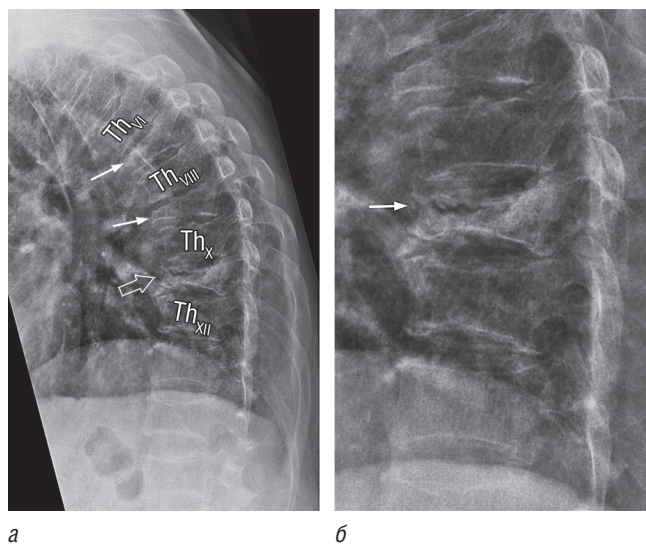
Боковая рентгенограмма грудного отдела позвоночника. Выраженная генерализованная остеопения. Тяжелые передние клиновидные деформации тел позвонков Th_{VII}, Th_{IX} и Th_{XI}. Легкой степени переломы остеопоротического типа тел позвонков Th_{VI}, Th_{VIII}, Th_X и Th_{XII}. «Каскад переломов позвонков» привел к усилению кифоза (а); увеличенное изображение тела позвонка Th_{XI} демонстрирует линейную линию перелома (стрелка) (б). Такие линии перелома характерны для нарушений консолидации перелома и часто сопровождаются интенсивным болевым синдромом
